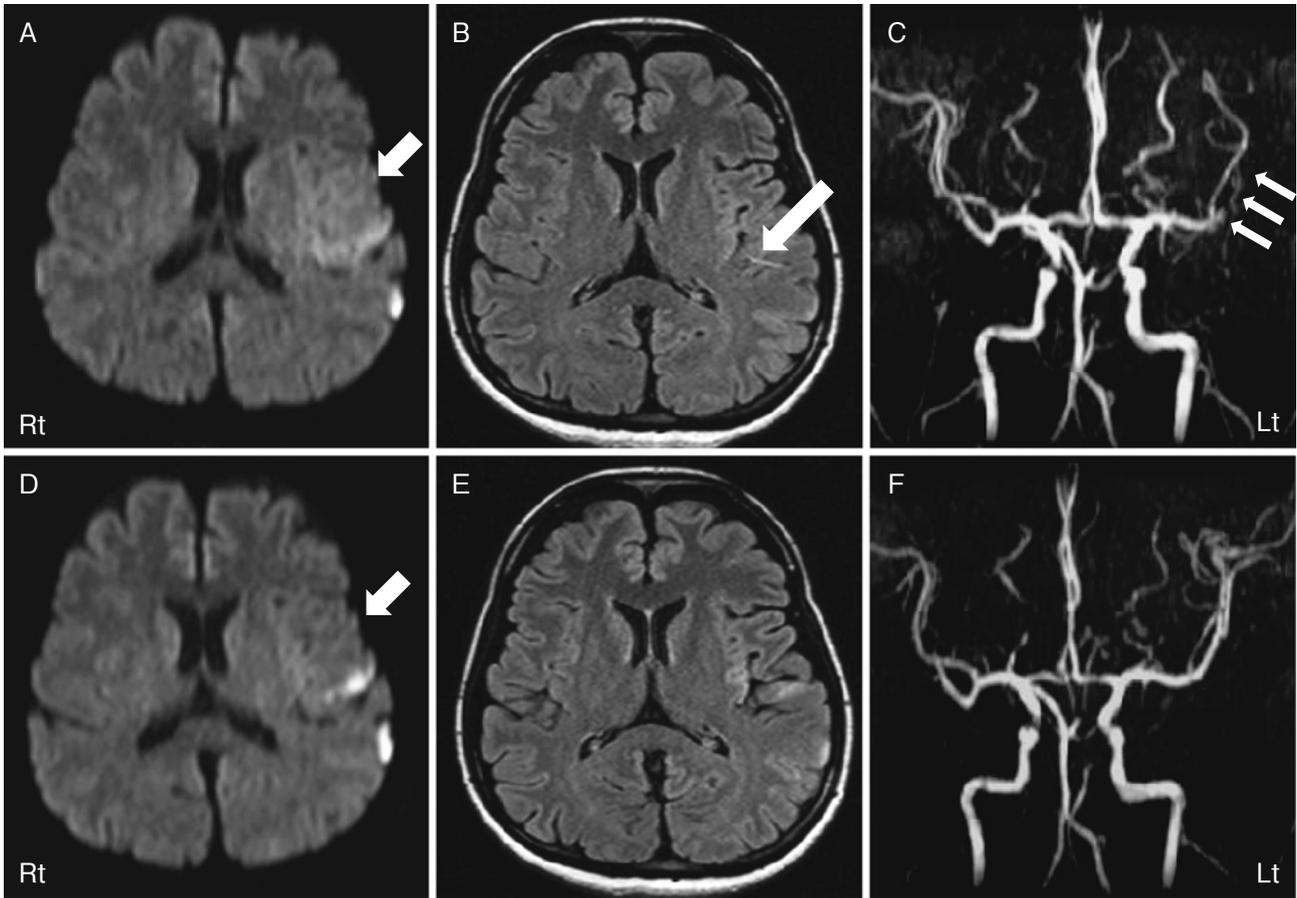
Brain MRI and MRA (3T) performed at 2 $\frac{1}{2}$ hours (A, B, C) and 3 days (D, E, F) after the onset.
